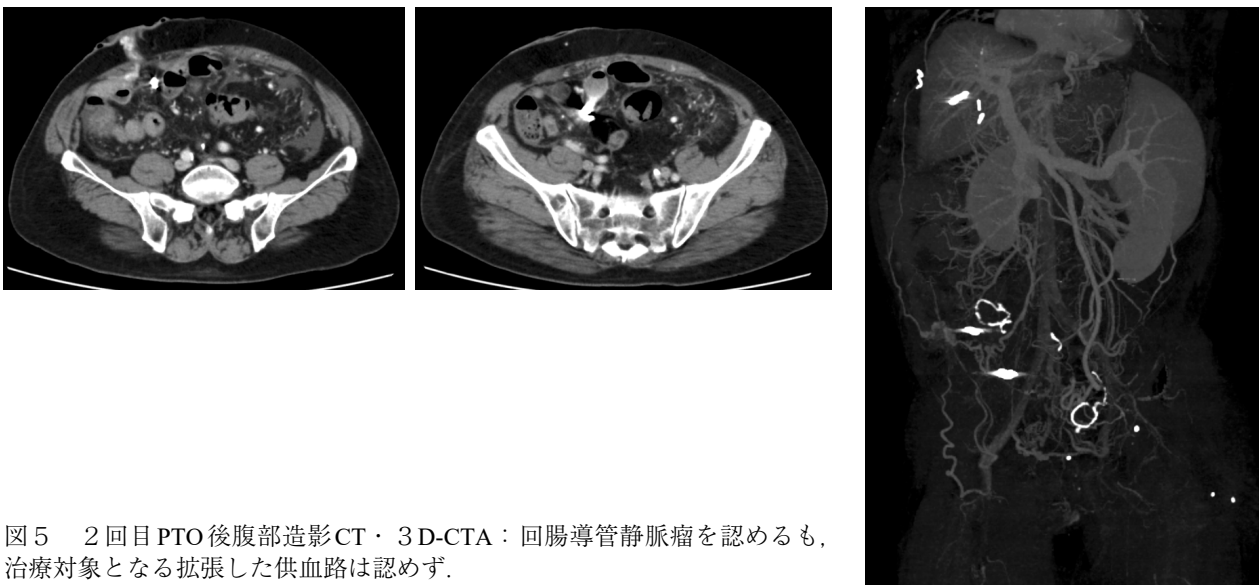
2回目PTO後腹部造影CT・3D-CTA：回腸導管静脈瘤を認めるも、治療対象となる拡張した供血路は認めず。
